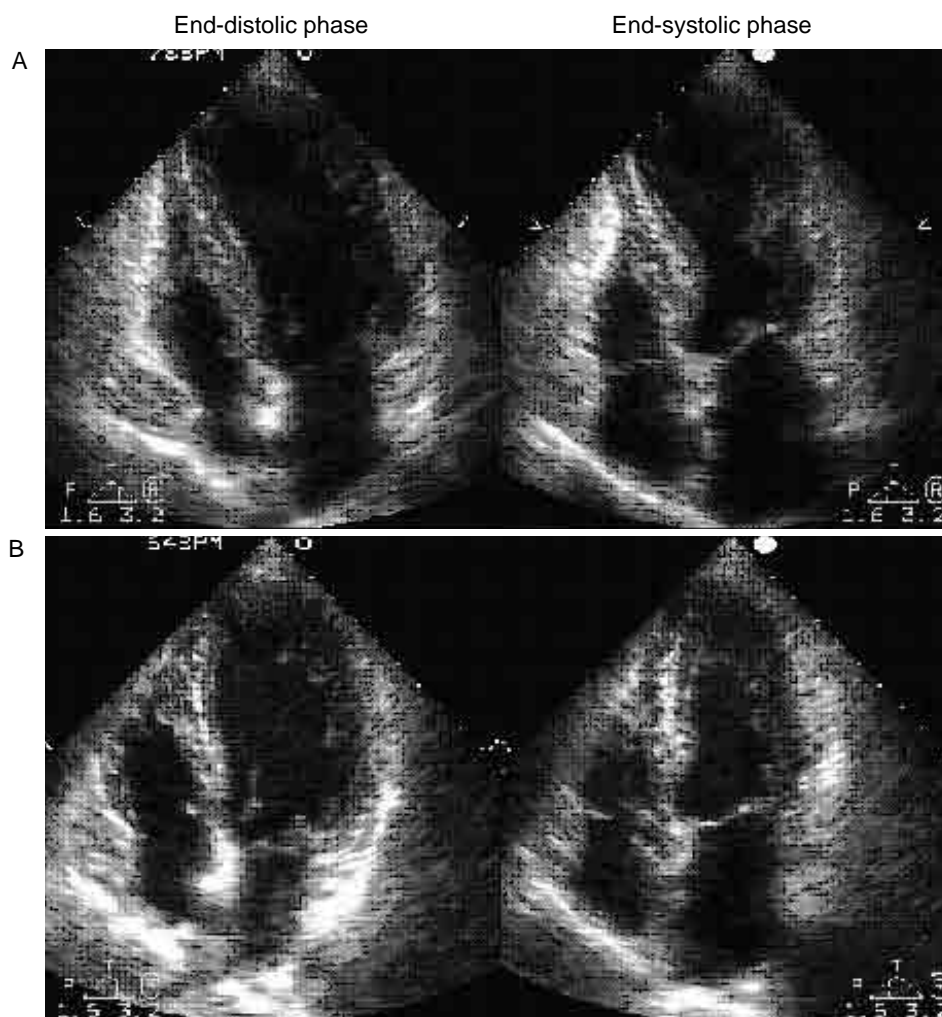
Transthoracic echocardiograms(four-chamber view)
